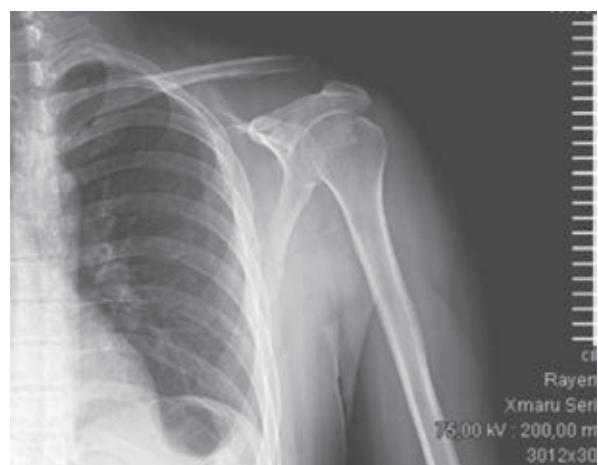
Radiografía en Zanca de hombro izquierdo.
